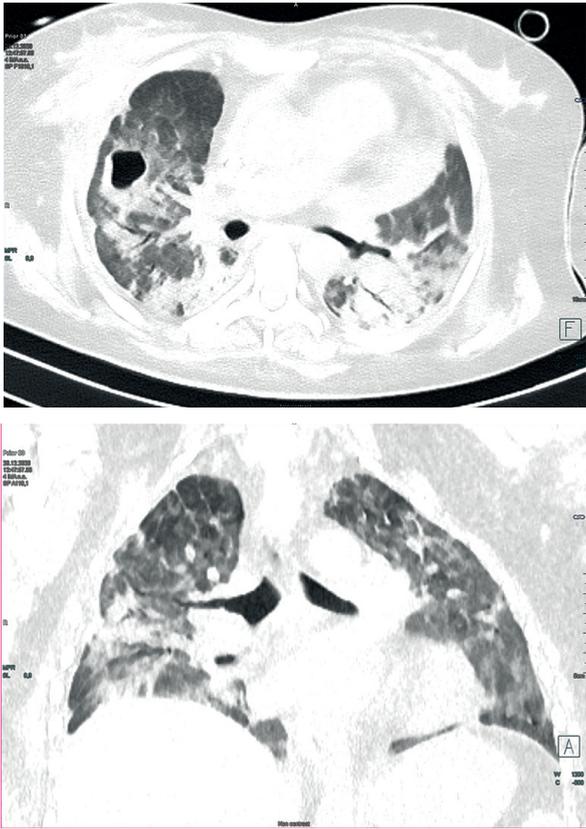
Компьютерная томография органов грудной клетки на 29-е сутки стационарного лечения
